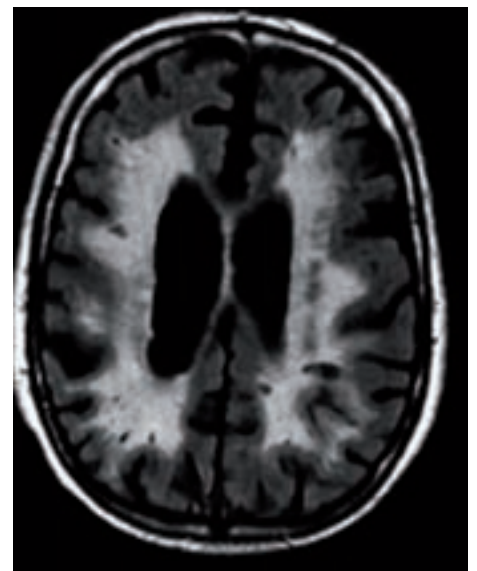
Flair-gewichtetes MRT mit Darstellung von Lakunen („schwarze Löcher“) und Demyelinisierung (weiße Areale) bei langjährigem Hypertonus und vaskulärer Demenz.
